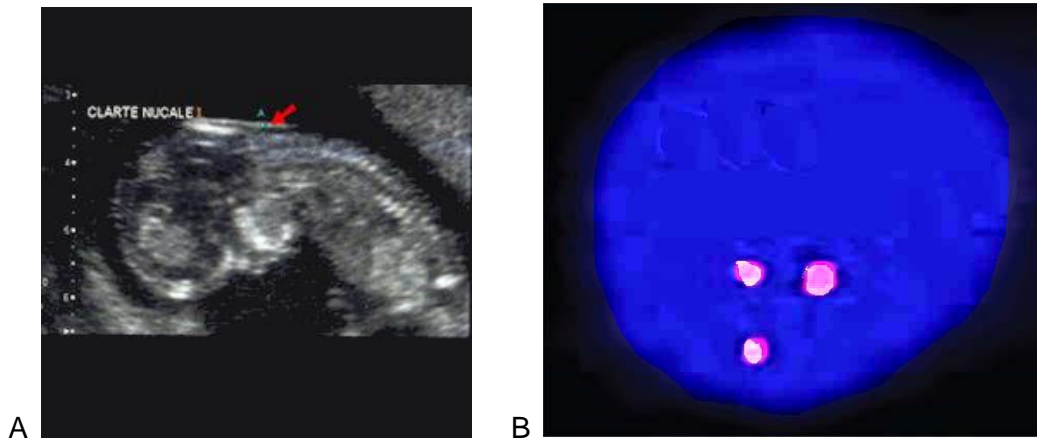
(A) La clarté nucale visible a ultrasonographie
